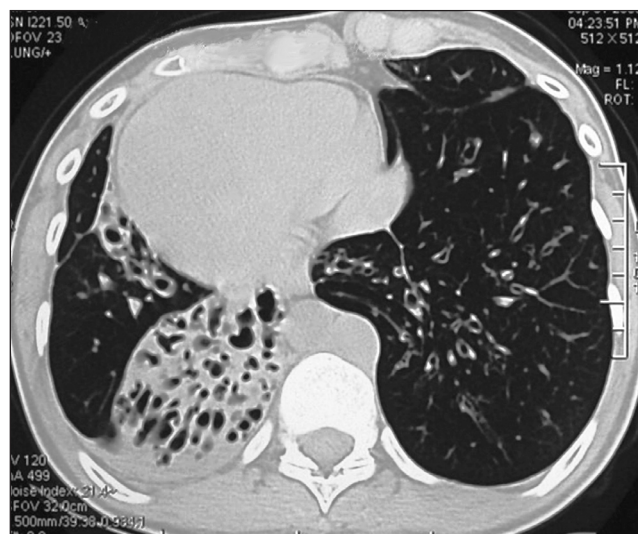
Полное обратное расположение органов. Компьютерная томография
